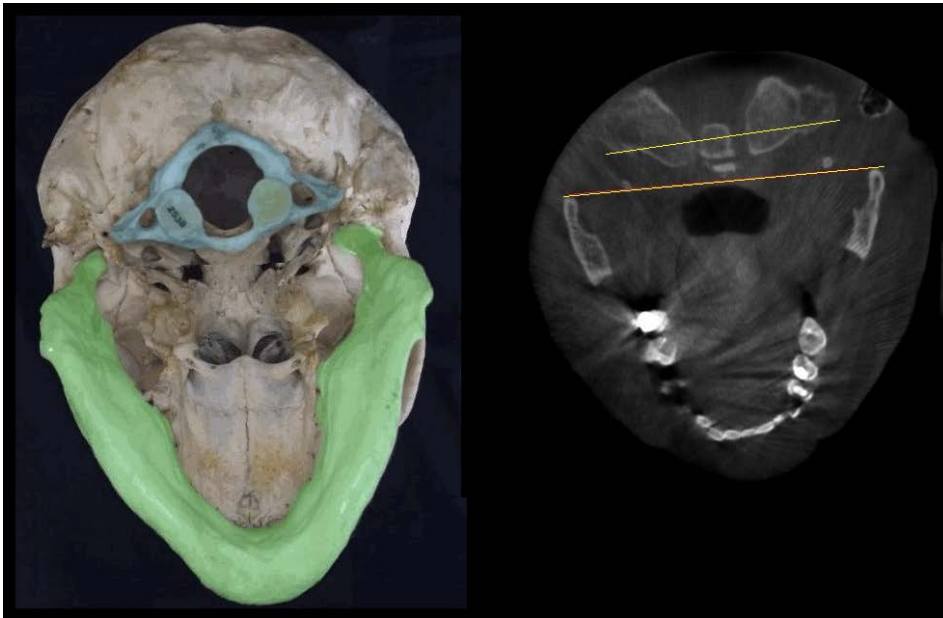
Una latero-deviazione mandibolare nel rapporto mandibolo-cranico di massima intercuspidação, spesso coincide con un adattamento in rotazione omolaterale di C1 (Galli, 2018). A sinistra foto dell'autore di un reperto del Museo di Antropologia dell'Università di Firenze, modificata in modo da creare una deviazione della mandibola e di C1 rispetto al cranio; a destra sezione orizzontale di una TC con due segmenti colorati che evidenziano la rotazione nello stesso verso della mandibola e delle masse laterali dell'atlante.
